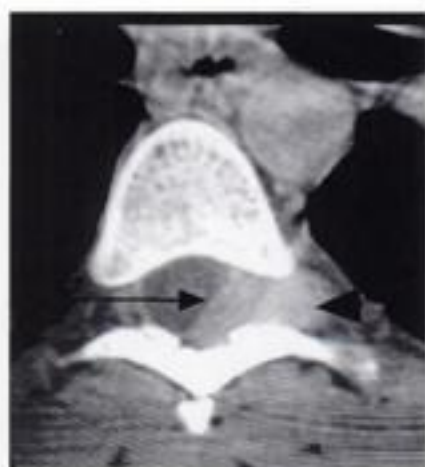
Hématome épidural spontané en phase aiguë (survenu en fin de grossesse). TDM, coupe axiale du rachis thoracique. Une masse spontanément hyperdense (tête de flèche) centrée sur le foramen gauche refoule le sac dural en avant et en dedans (flèche). En arrière, elle vient au contact des lames et remplace la graisse épidurale postérieure.
